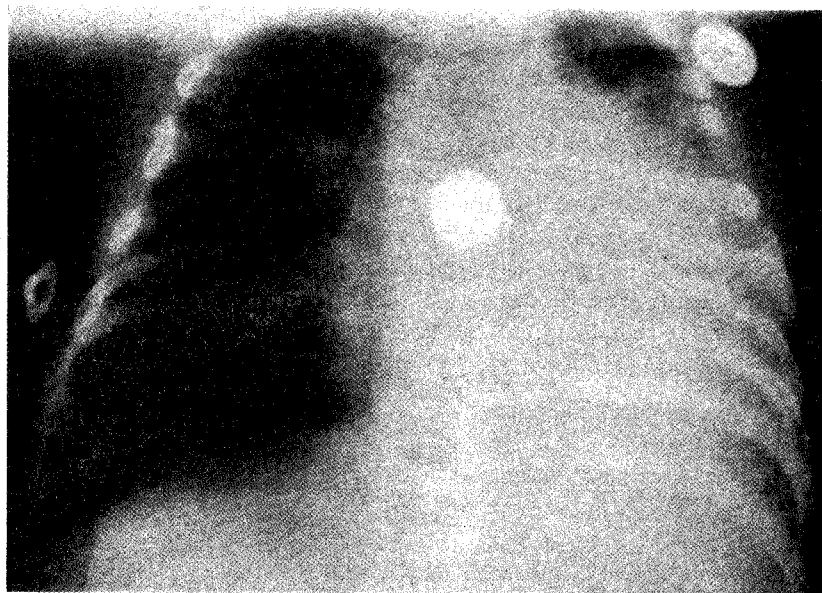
Данные рентгенологического обследования Егора Я.
